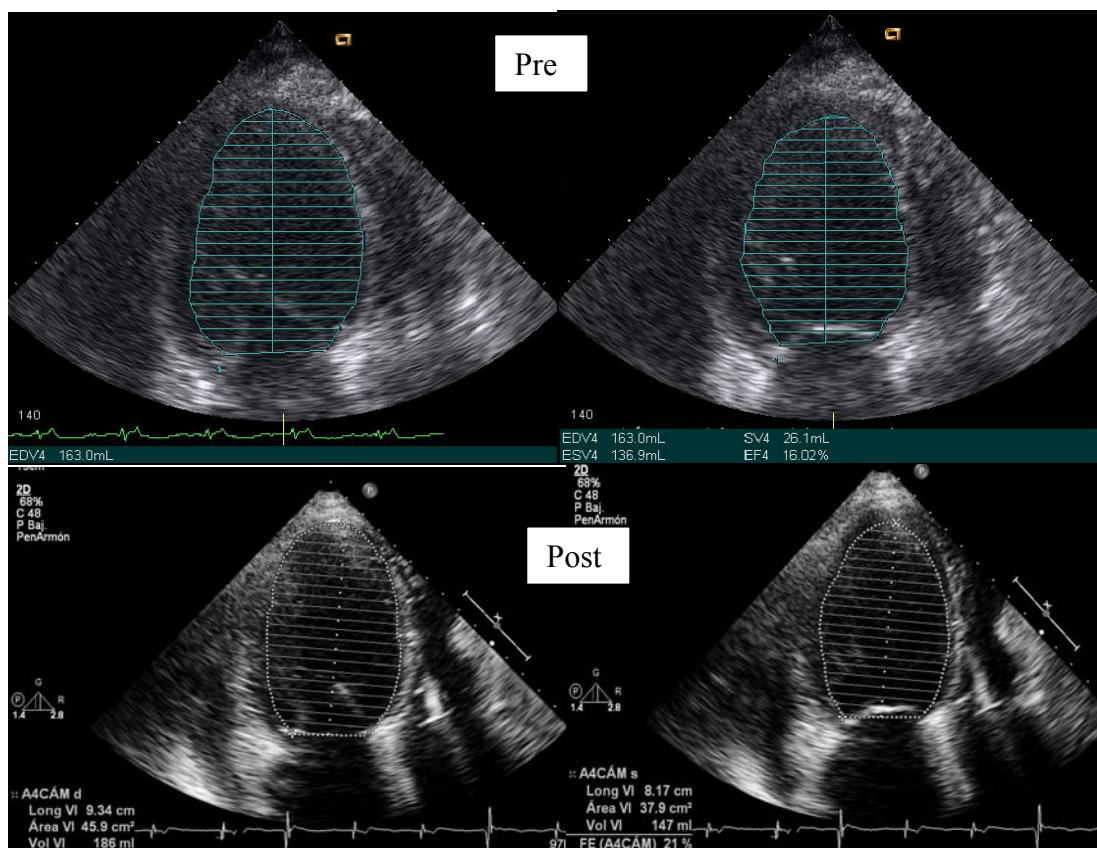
Tamaño y función ventricular izquierda antes y después de la TRC: se observa una mejoría del tamaño y función ventricular izquierda mediante Simpson biplanar en apical 4-cámaras.
